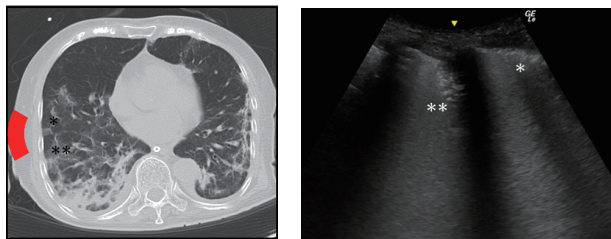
CTとエコー所見を示す。*はエコーではthickened pleural lineとして観察され、隣の肋間ではのようにsubpleural consolidationが観察される。このように、病変が散在性であることも、COVID-19肺炎のひとつの特徴である。 :プローブポジション
